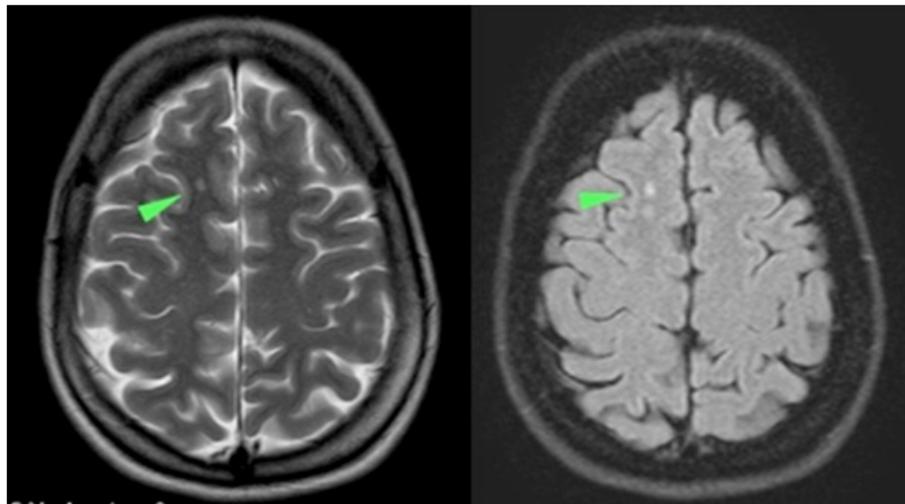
Patología cerebral en RM. Proyección axial de cerebro en RM en T2. La flecha indica lesión en sustancia blanca b. Proyección axial de cerebro en RM en FLAIR. La flecha indica la misma lesión en sustancia blanca. Lesión común en la EM, bien definida (RM de paciente de la muestra del presente estudio, 2012).
